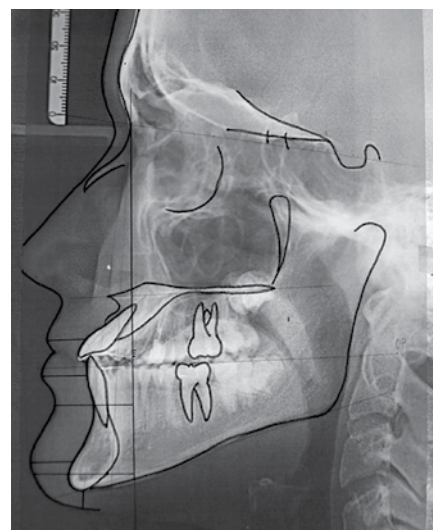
Боковая телерентгенограмма после лечения
